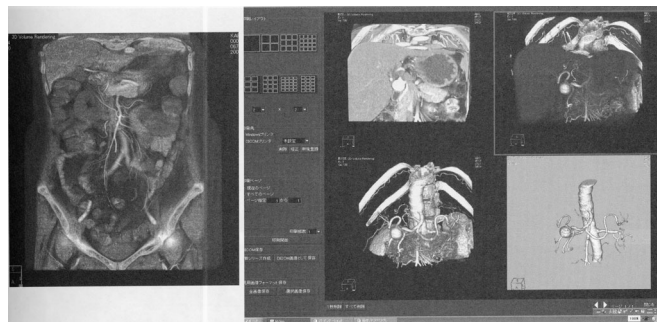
CT撮影データからの腹部血管造影像 [2]
